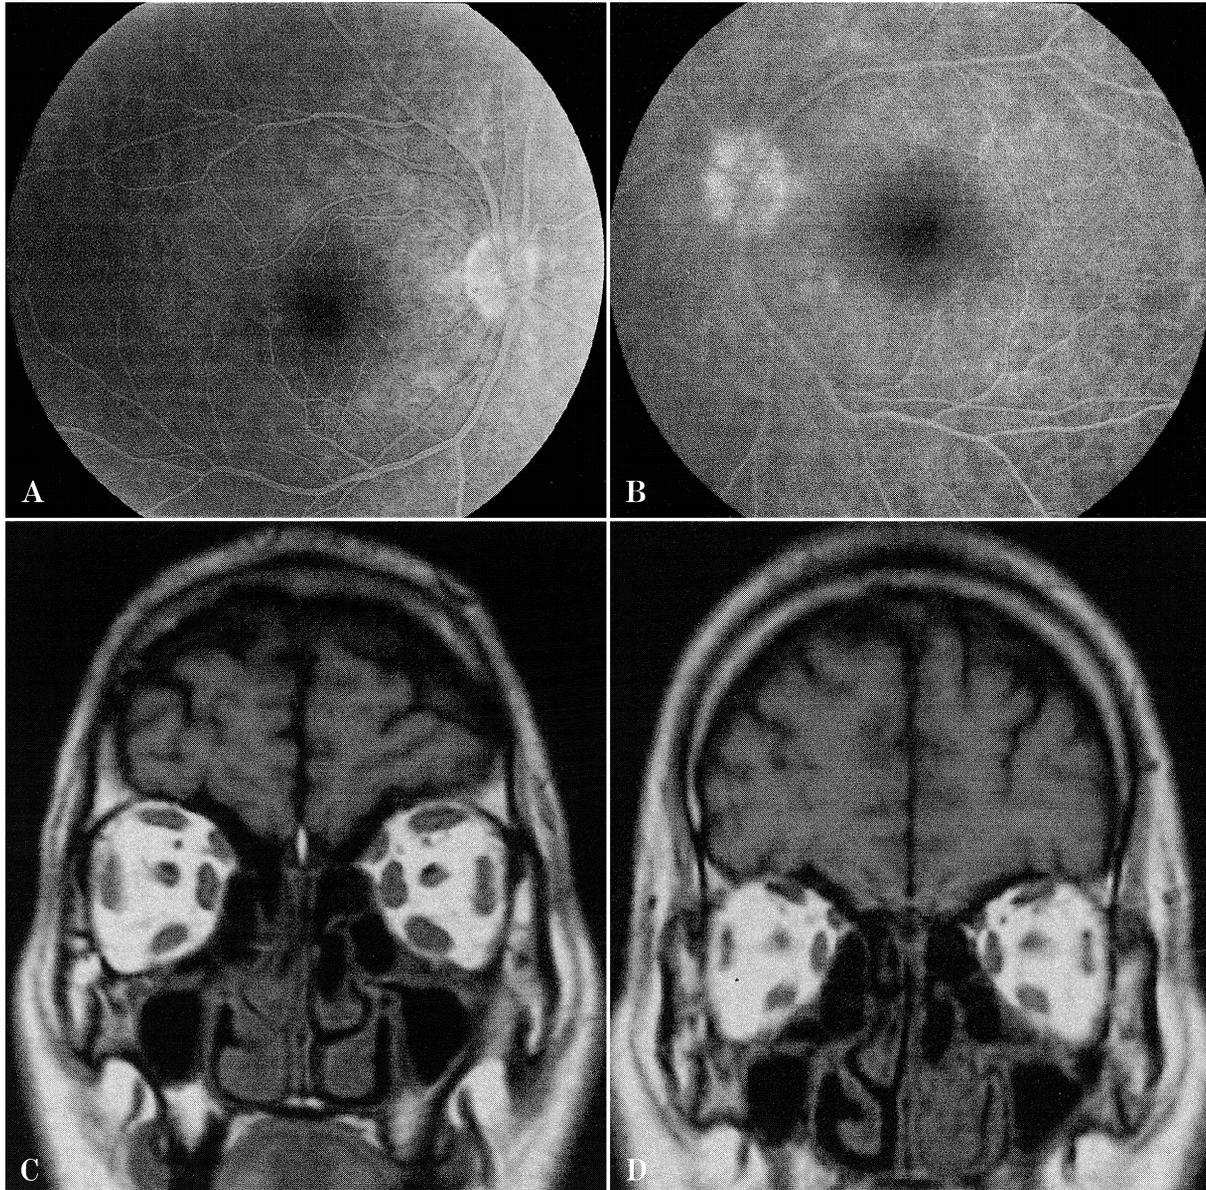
症例 1 の蛍光眼底造影と核磁気共鳴画像 (MRI) 検査。
